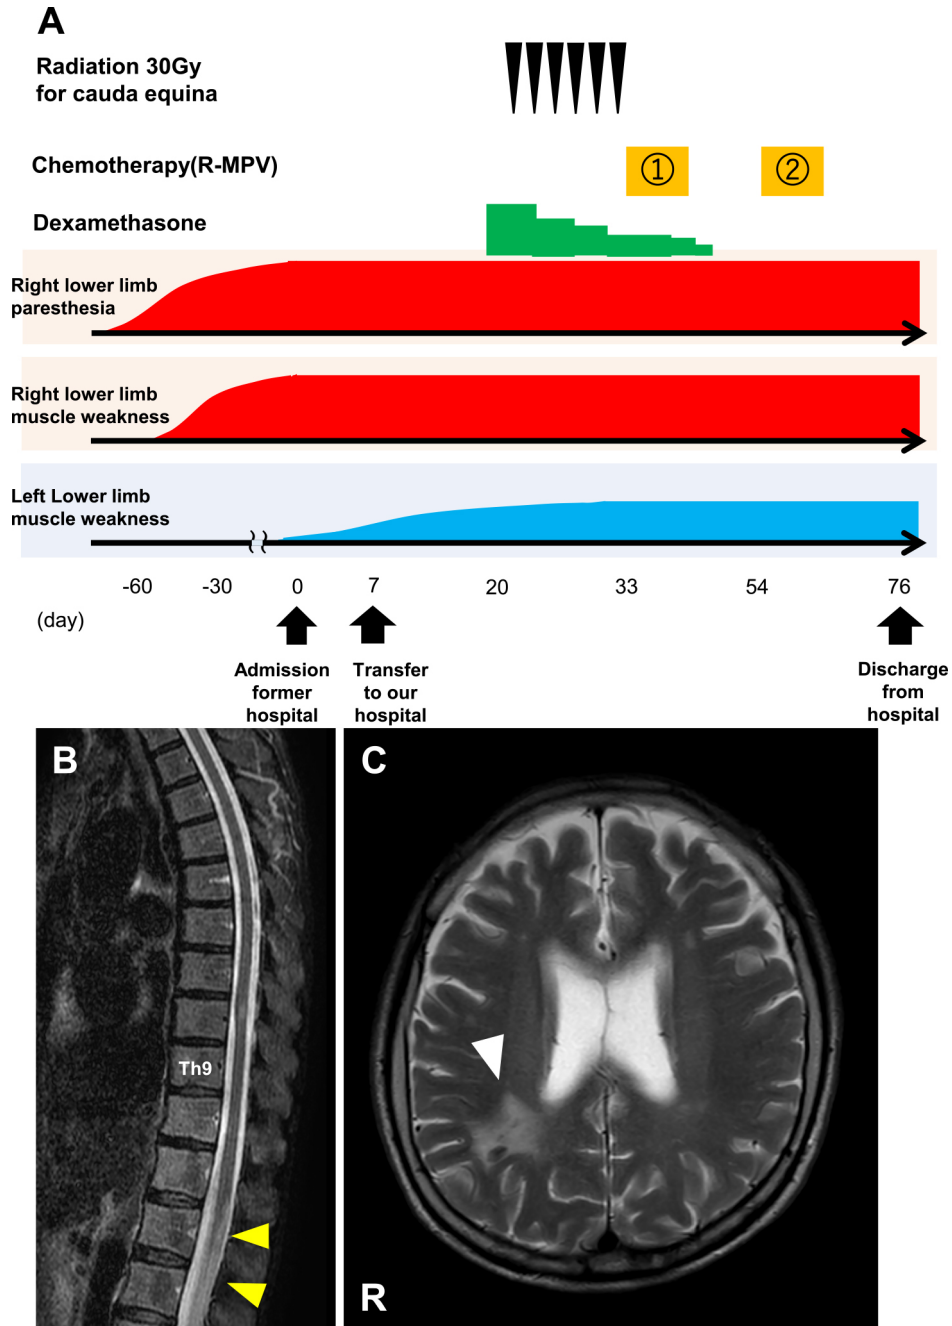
Clinical course (B: spine MRI 1.5 T fat-suppressed T₂WI, C: brain MRI 1.5 T T₂WI).
